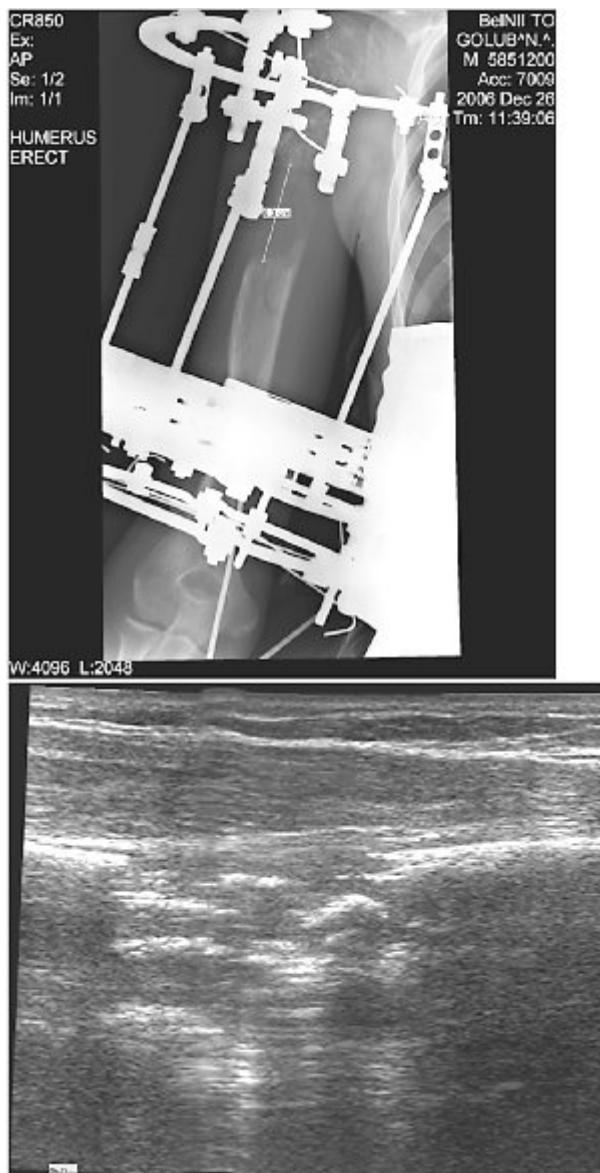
Больной Г., 19 лет. Рентгенограмма и эхограмма регенерата. 10 недель дистракции, удлинение сегмента плеча на 6,3 см.
